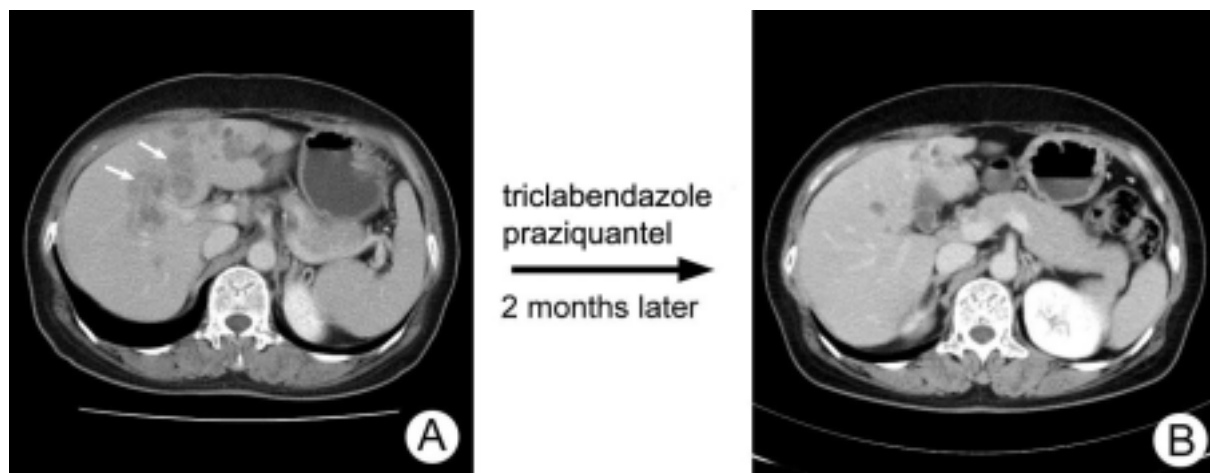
There are multiple, ill-defined, hypoattenuating lesions (arrow) in both hepatic lobes on the contrast-enhanced CT scan (A). There are improvement in the contrast-enhanced CT scans after medication, compared with previous image (B).
